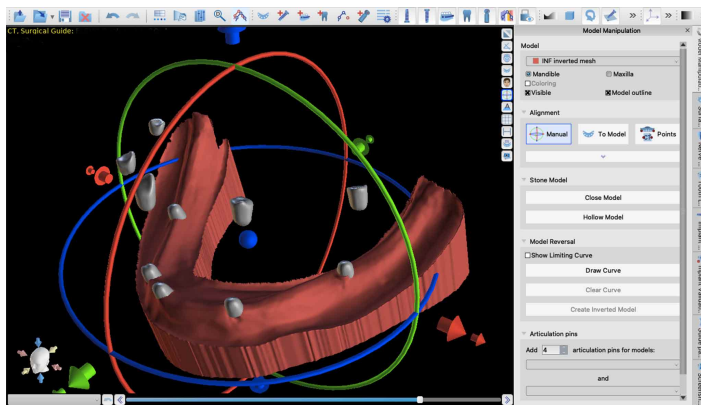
Correlación 3D manual de identaciones en zona tisular protésica con material hiperdenso relleno de identaciones en CBCT craneofacial, modelo inferior.
